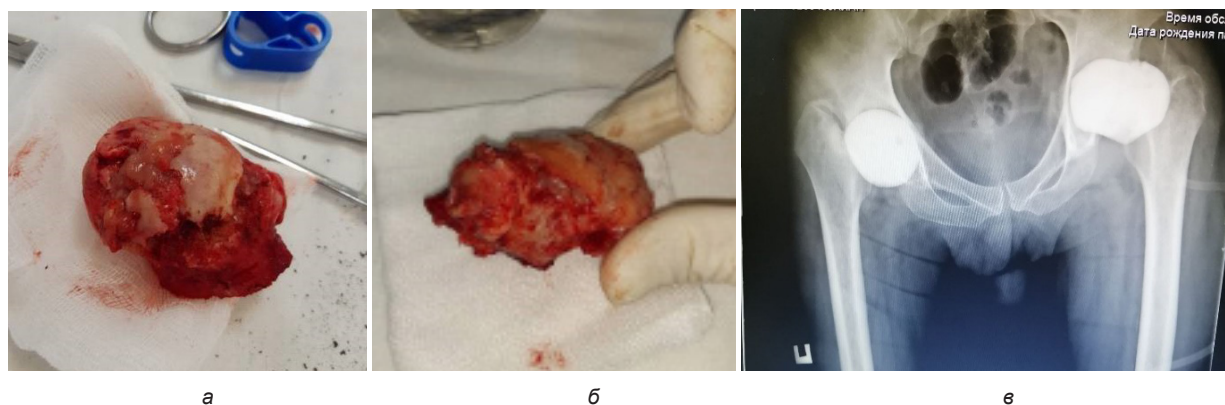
Внешний вид удаленной головки левого бедра (а,б) и рентгенограмма тазобедренных суставов (в) после операции от 06.02.2024
